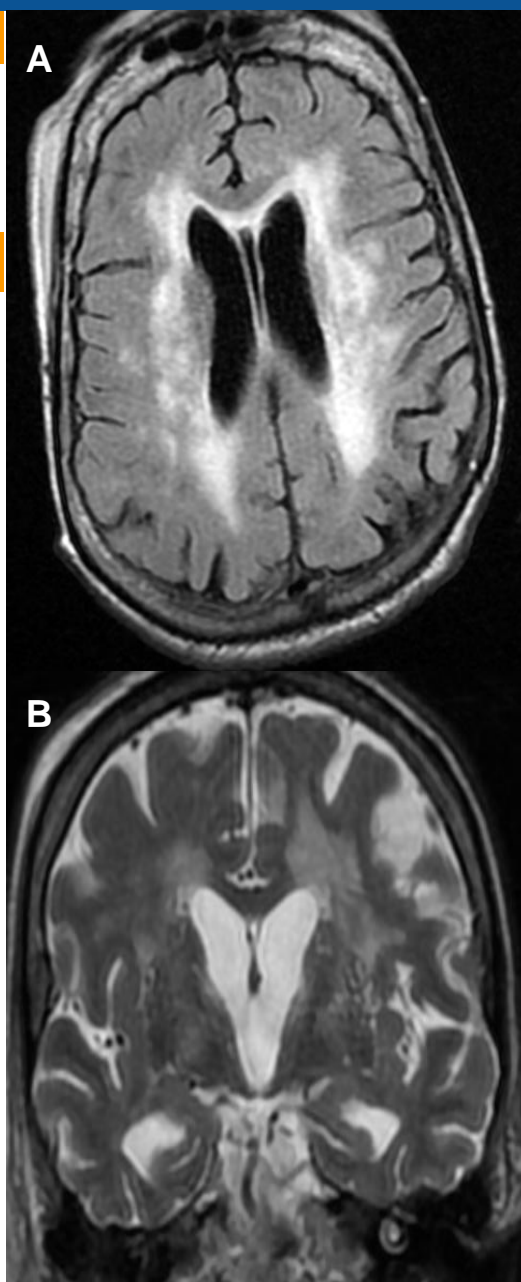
RMN de cerebro: Flair (A), corte coronal T2 (B), visualizando en T2 Y FLAIR a nivel periventricular imágenes hiperintensas difusas en relación a leucoaraiosis.
